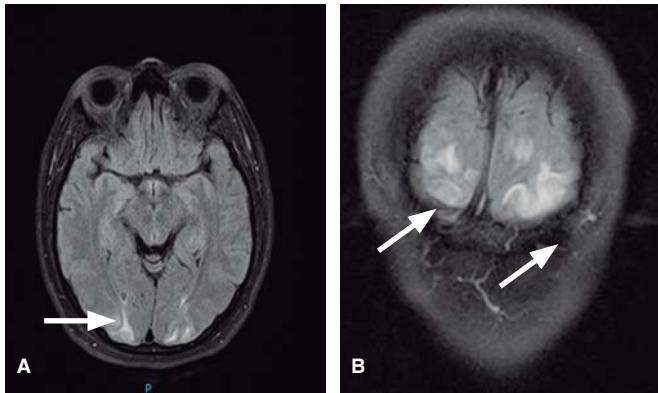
Imagen de resonancia magnética en fase T2 con hiperintensidades en región occipital A. Corte axial. B. Corte coronal.
